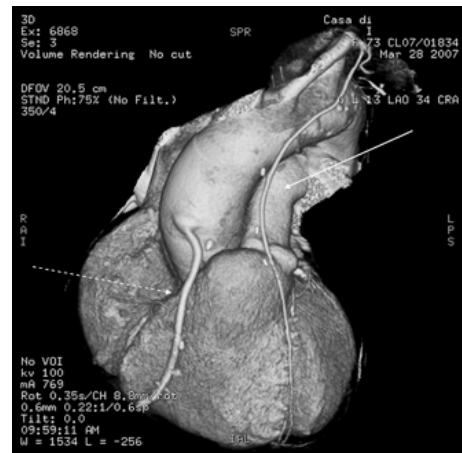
Angio-tomografia computerizzata in volume rendering (GE VCT 64 strati) di paziente sottoposta a rivascolarizzazione miocardica chirurgica con mammaria interna sinistra su discendente anteriore (freccia continua) e vena safena autologa invertita su coronaria destra (freccia tratteggiata).
